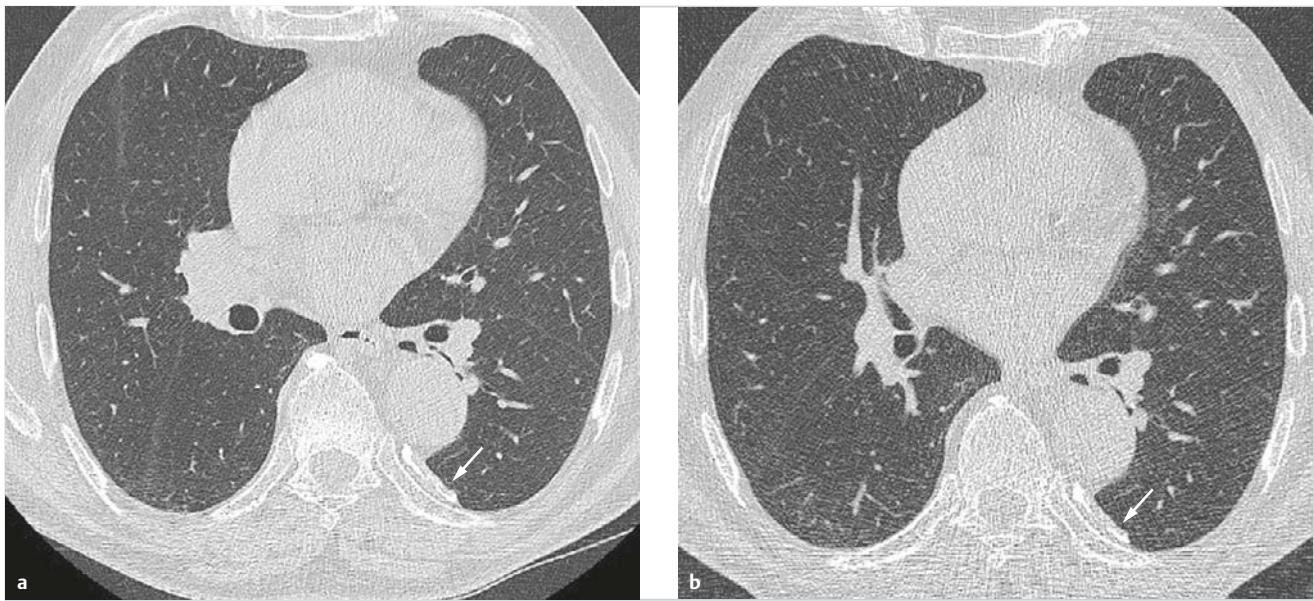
Niedrigdosis-CT im Vergleich zur Standard-CT. Höheres Bildrauschen der Niedrigdosis-CT, aber gute Erkennbarkeit der pulmonalen Strukturen und des links-dorsalen Pleuraplaque (Pfeile).
